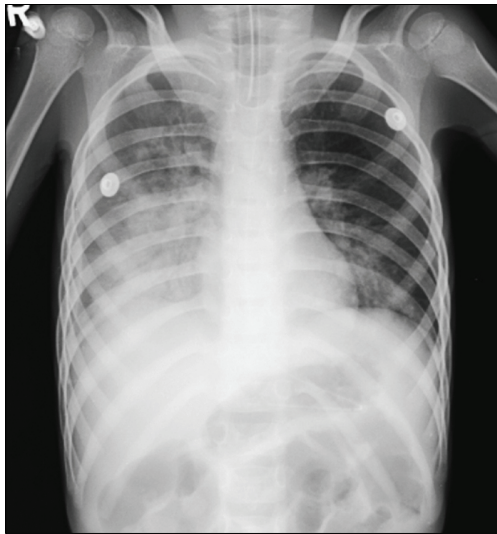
Chest X-ray film shows pneumonic haziness in right lower lung field on admission day.
